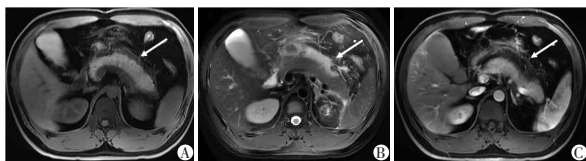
A-C. 男,33 岁,3 年前发作急性胰腺炎 1 次,本次发病 15 h,为急性胰周液体积聚。MRI 表现为间质水肿性 RAP 并胰周液体积聚(箭头)。
